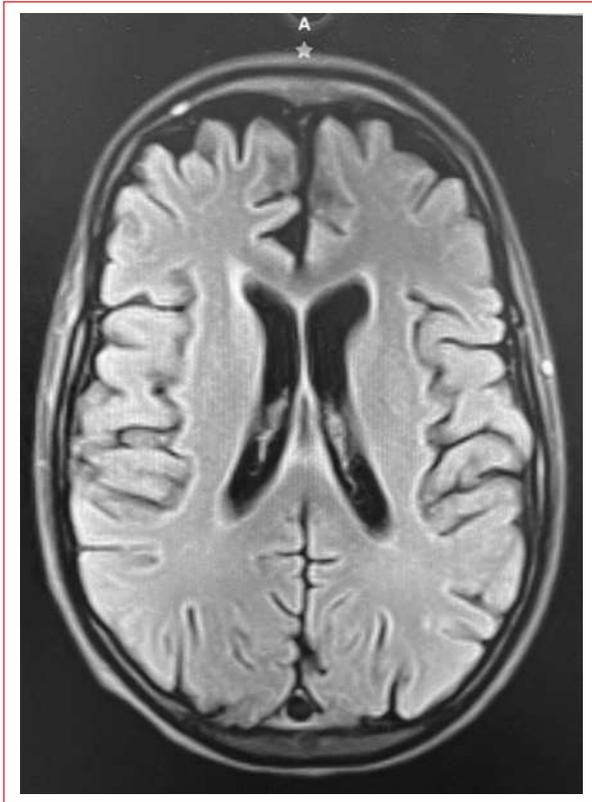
Resonancia magnética en T1, corte axial, sin alteración.
